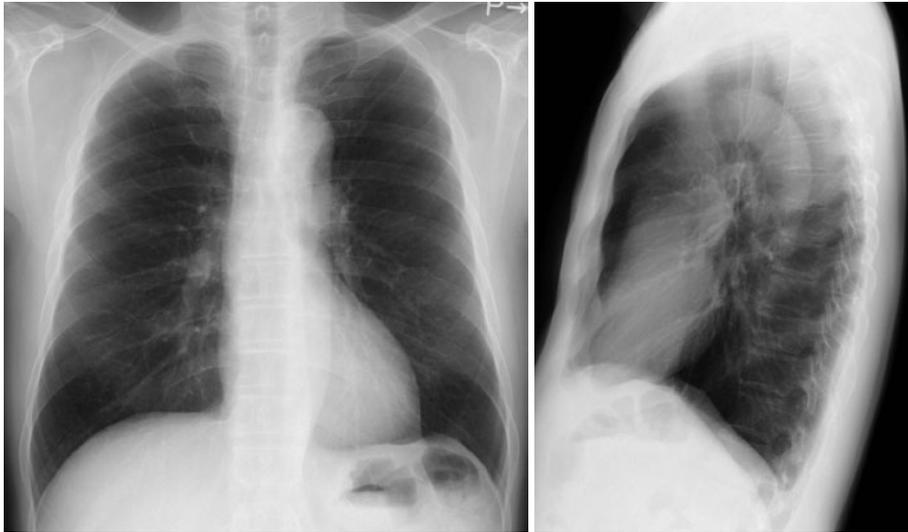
A chest X-ray film shows no obvious findings.
